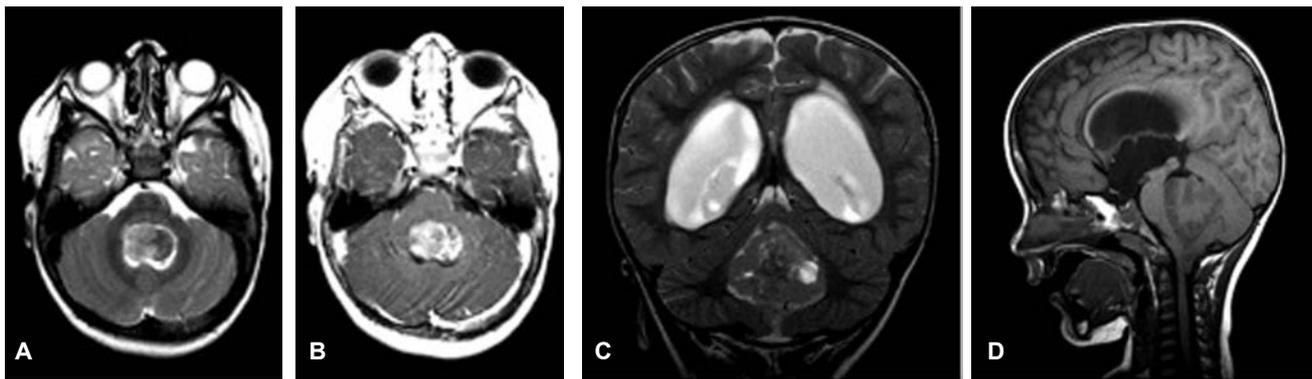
A). RM axial sin contraste en el cual se observa la masa ocupando la totalidad de la fosa posterior, B) posterior a la administración de contraste presenta un realce heterogéneo.
